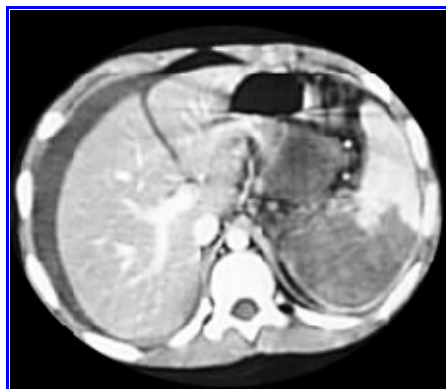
TAC de abdomen. Traumatismo con hematoma intraesplénico.
